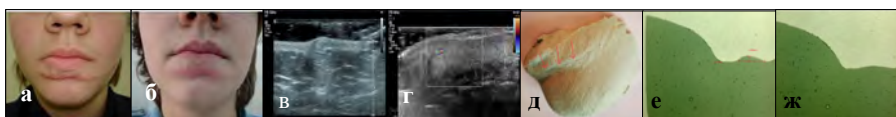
Больной Д., 16 лет. Механическая травма. Давность травмы: 12 месяцев. Диагноз: Незрелый гипертрофический рубец нижней губы: а) на момент обращения; б) через 4 месяца после последнего этапа «лазерной» дермабразии; в) УЗИ рубца до «лазерной» дермабразии; г) УЗИ рубца после «лазерной» дермабразии; д) общий вид прямой силиконовой реплики перед проведением лазерной дермабразии; е) поперечный срез прямой силиконовой реплики области рубца до «лазерной» дермабразии; ж) поперечный срез прямой силиконовой реплики области рубца после «лазерной» дермабразии.
